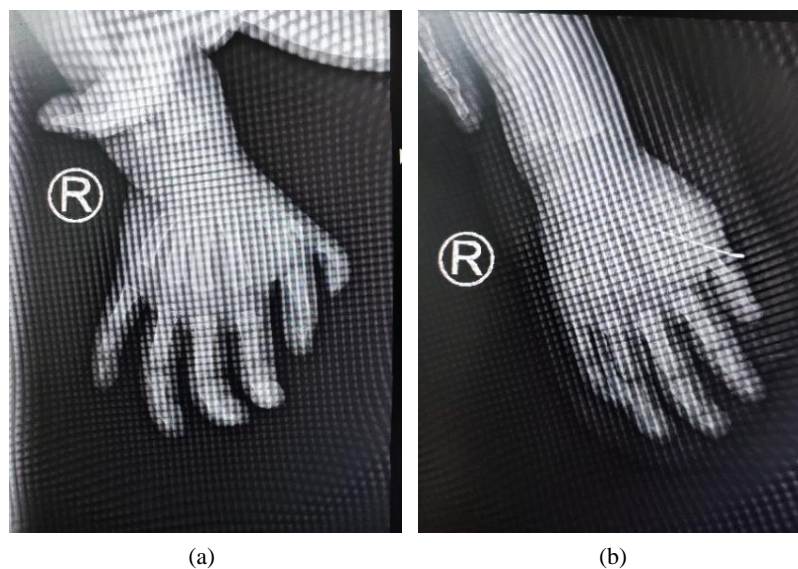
(a) Preoperative X-ray; (b) X-ray 3 days after surgery
